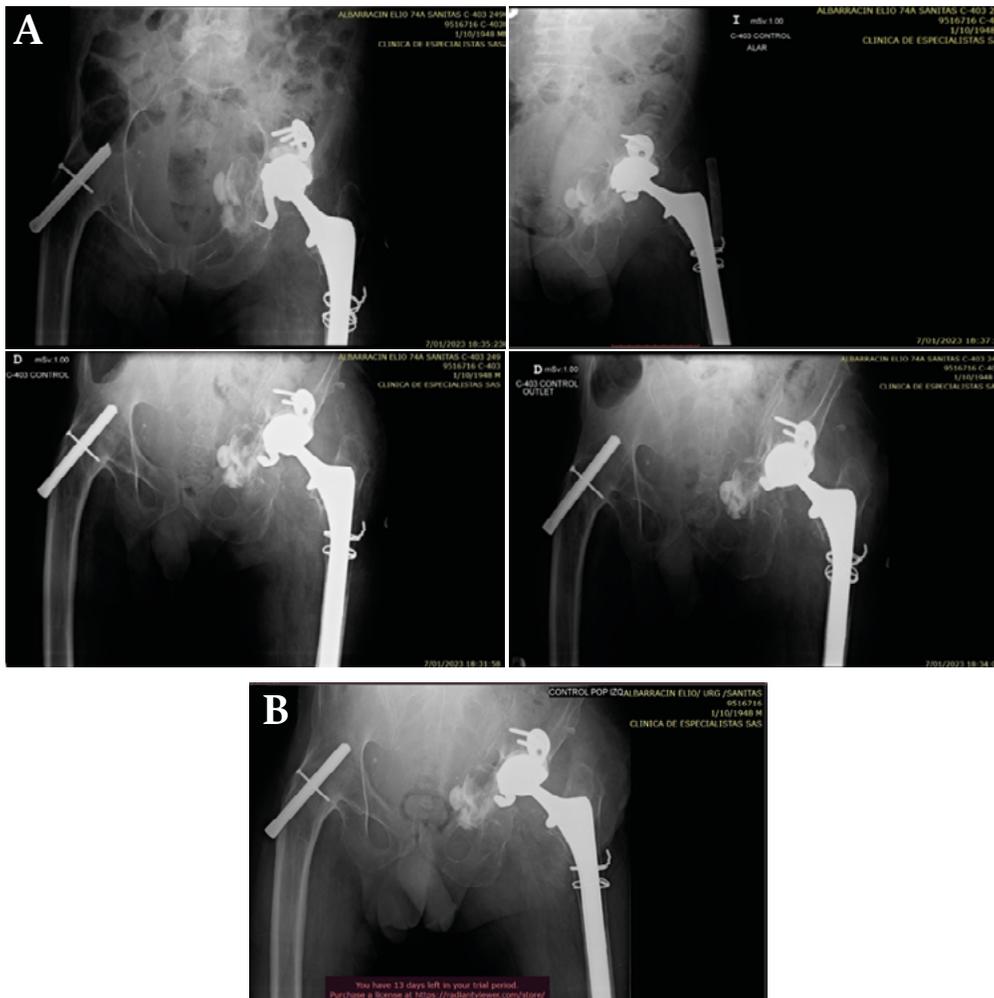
Radiografías de cadera. A) Radiografía tomada en el posoperatorio inmediato en la que se observa una adecuada fijación del anillo de Burch-Schneider. B) Radiografía tomada en el sexto día del posoperatorio, posterior a la presentación de limitación de movilidad, en la que no se evidencia aflojamiento o desplazamiento de componente acetabular.
